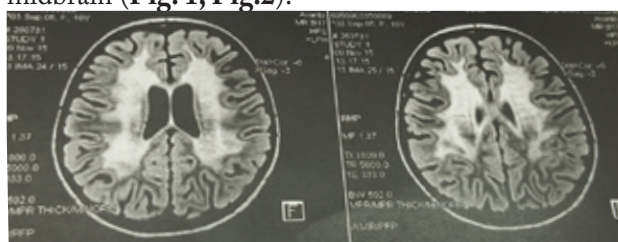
Brain MRI of the patient VS
